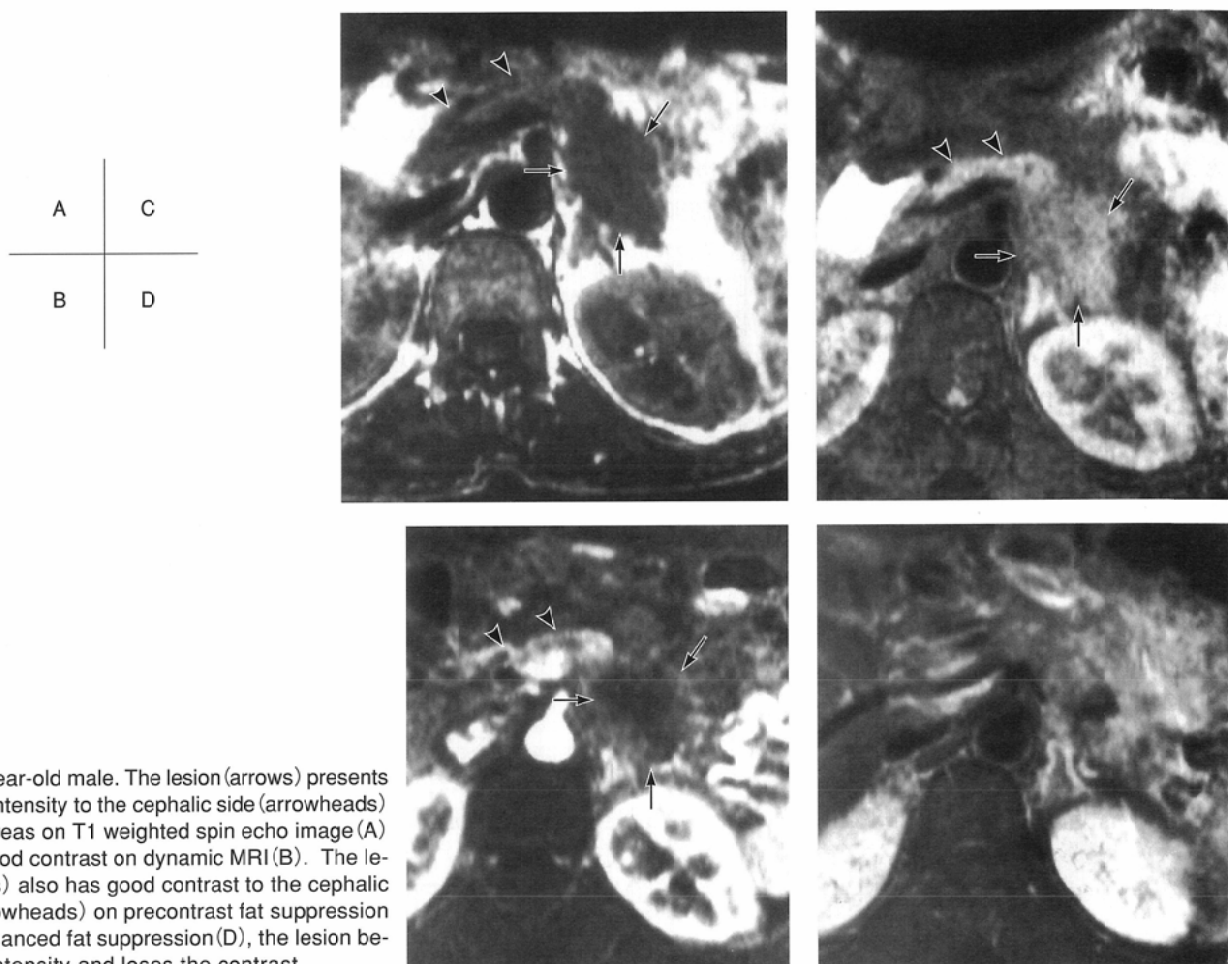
57-year-old male. The lesion (arrows) presents slight hypointensity to the cephalic side (arrowheads) of the pancreas on T1 weighted spin echo image (A) and gets good contrast on dynamic MRI (B). The lesion (arrows) also has good contrast to the cephalic portion (arrowheads) on precontrast fat suppression (C). On enhanced fat suppression (D), the lesion becomes isointensity and loses the contrast.
